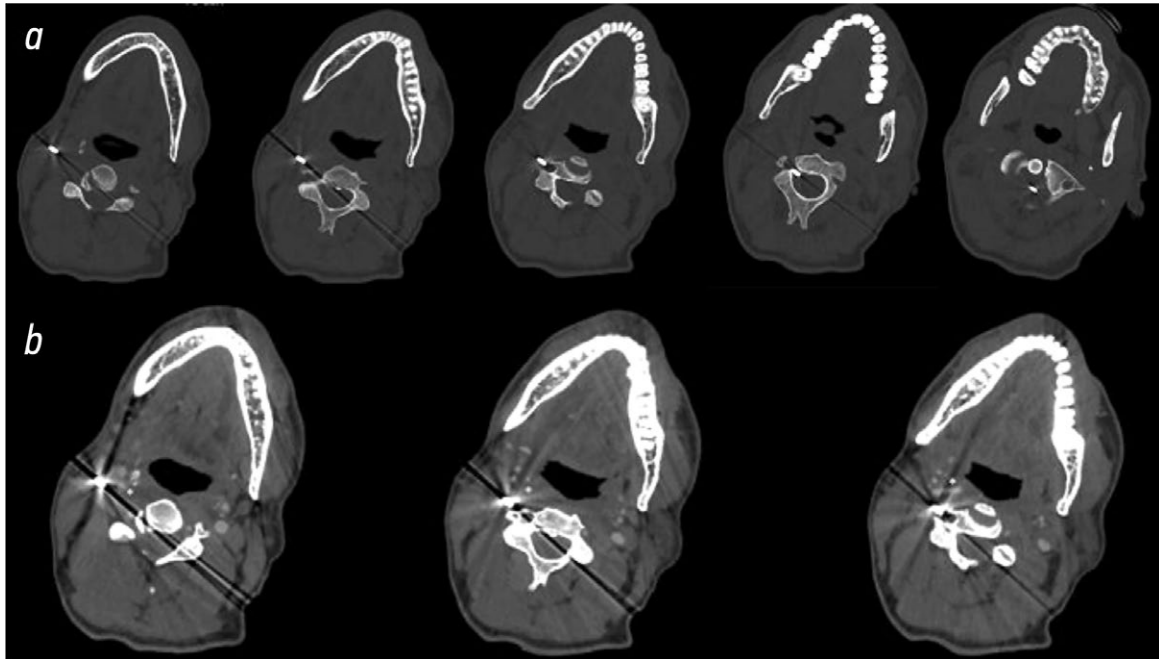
Результаты компьютерной томографии в аксиальной плоскости, без контрастного усиления (*a*) и с контрастным усилением (*b*): на изображениях до и после введения контрастного вещества визуализируется направление отвёртки по косой через мягкие ткани боковой поверхности шеи в спинномозговой канал. Аномальные очаги накопления контрастного вещества отсутствуют, что свидетельствует о сохранности сосудистых структур.
